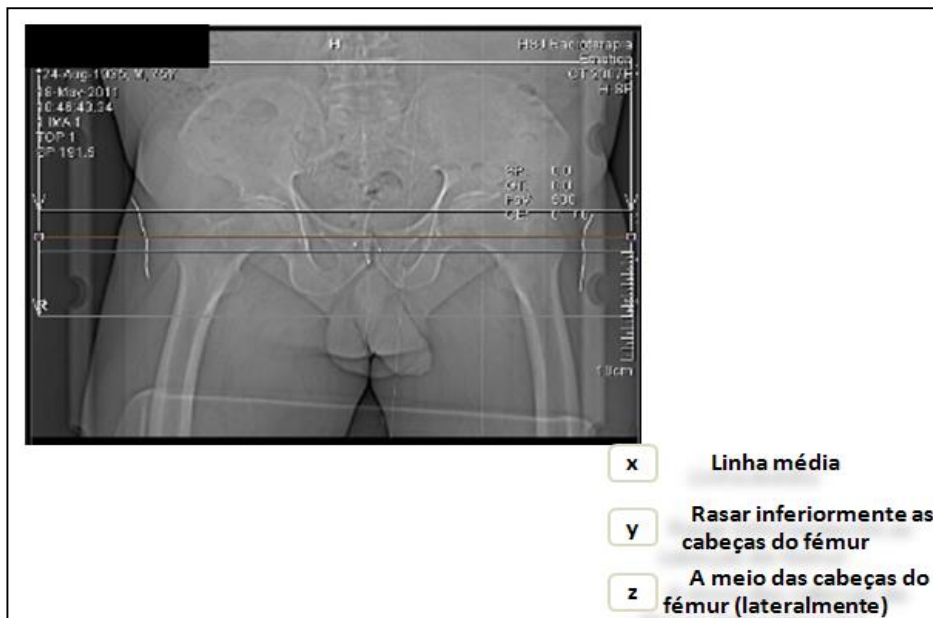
Imagem de TC das coordenadas de posicionamento num doente com cancro de próstata.
